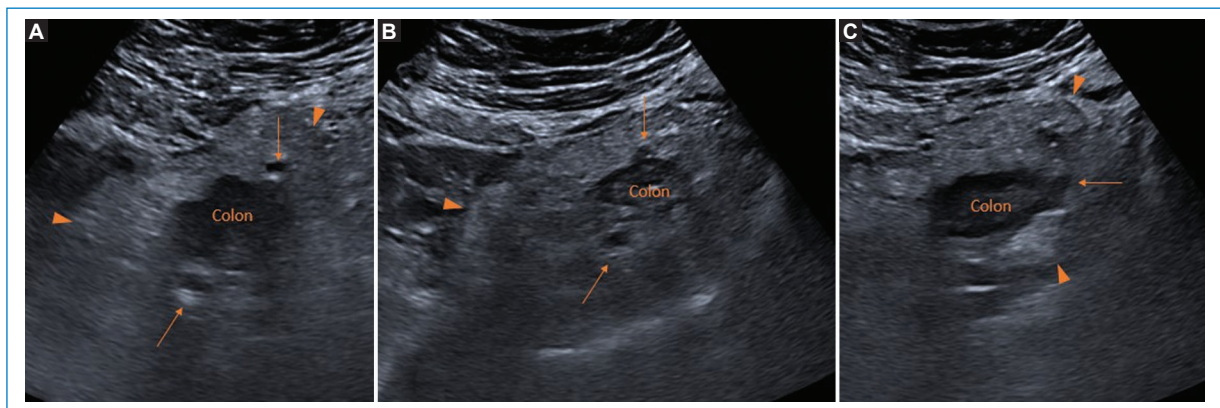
Mujer de 58 años sin antecedentes reseñables, acude por dolor abdominal en FII, sin náuseas, vómitos ni diarrea. A la exploración, abdomen blando y depresible, con dolor focal a punta de dedo en FII, que mejora parcialmente con analgesia. Se realizó analítica con resultado dentro de los límites de la normalidad y se solicitó ecografía para descartar diverticulitis aguda sin sospecha de complicación. A-C: ecografía abdominal centrada en FII, se objetivan múltiples divertículos (flechas finas) con cambios inflamatorios e hiperecogenicidad marcada de la grasa adyacente (puntas de flecha), sin colecciones abordables. Se pautó tratamiento antibiótico con amoxicilina/clavulánico durante una semana y seguimiento por su médico de primaria. FII: fosa iliaca izquierda.
